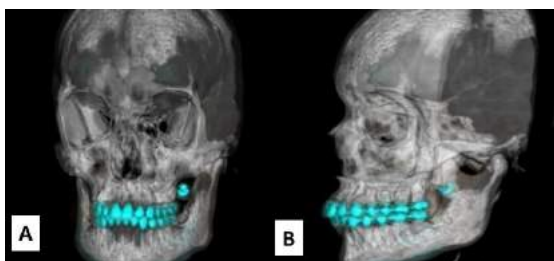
Tomografia computadorizada da face em reconstrução 3D e em normas frontal (A) e perfil (B), evidenciando a imagem dentária na região infratemporal. Corte coronal (C) e axial (D) demonstrando imagem hiperdensa medialmente ao ramo da mandíbula e pósterio lateral a maxila.
